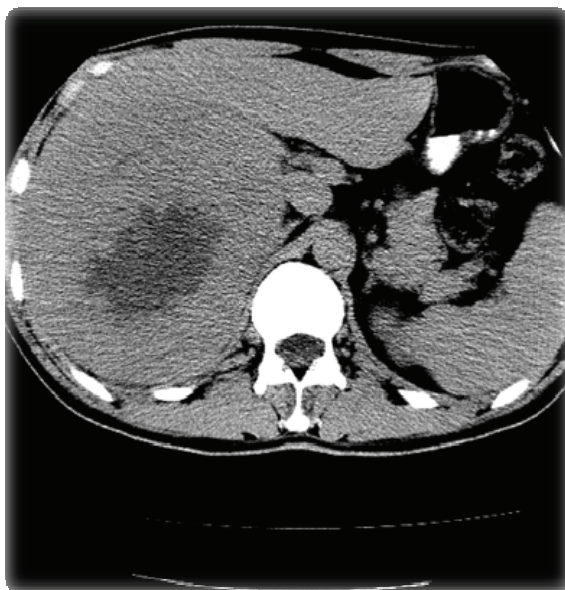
Компьютерная томограмма. Альвеококковый узел правой доли печени с полостью распада
